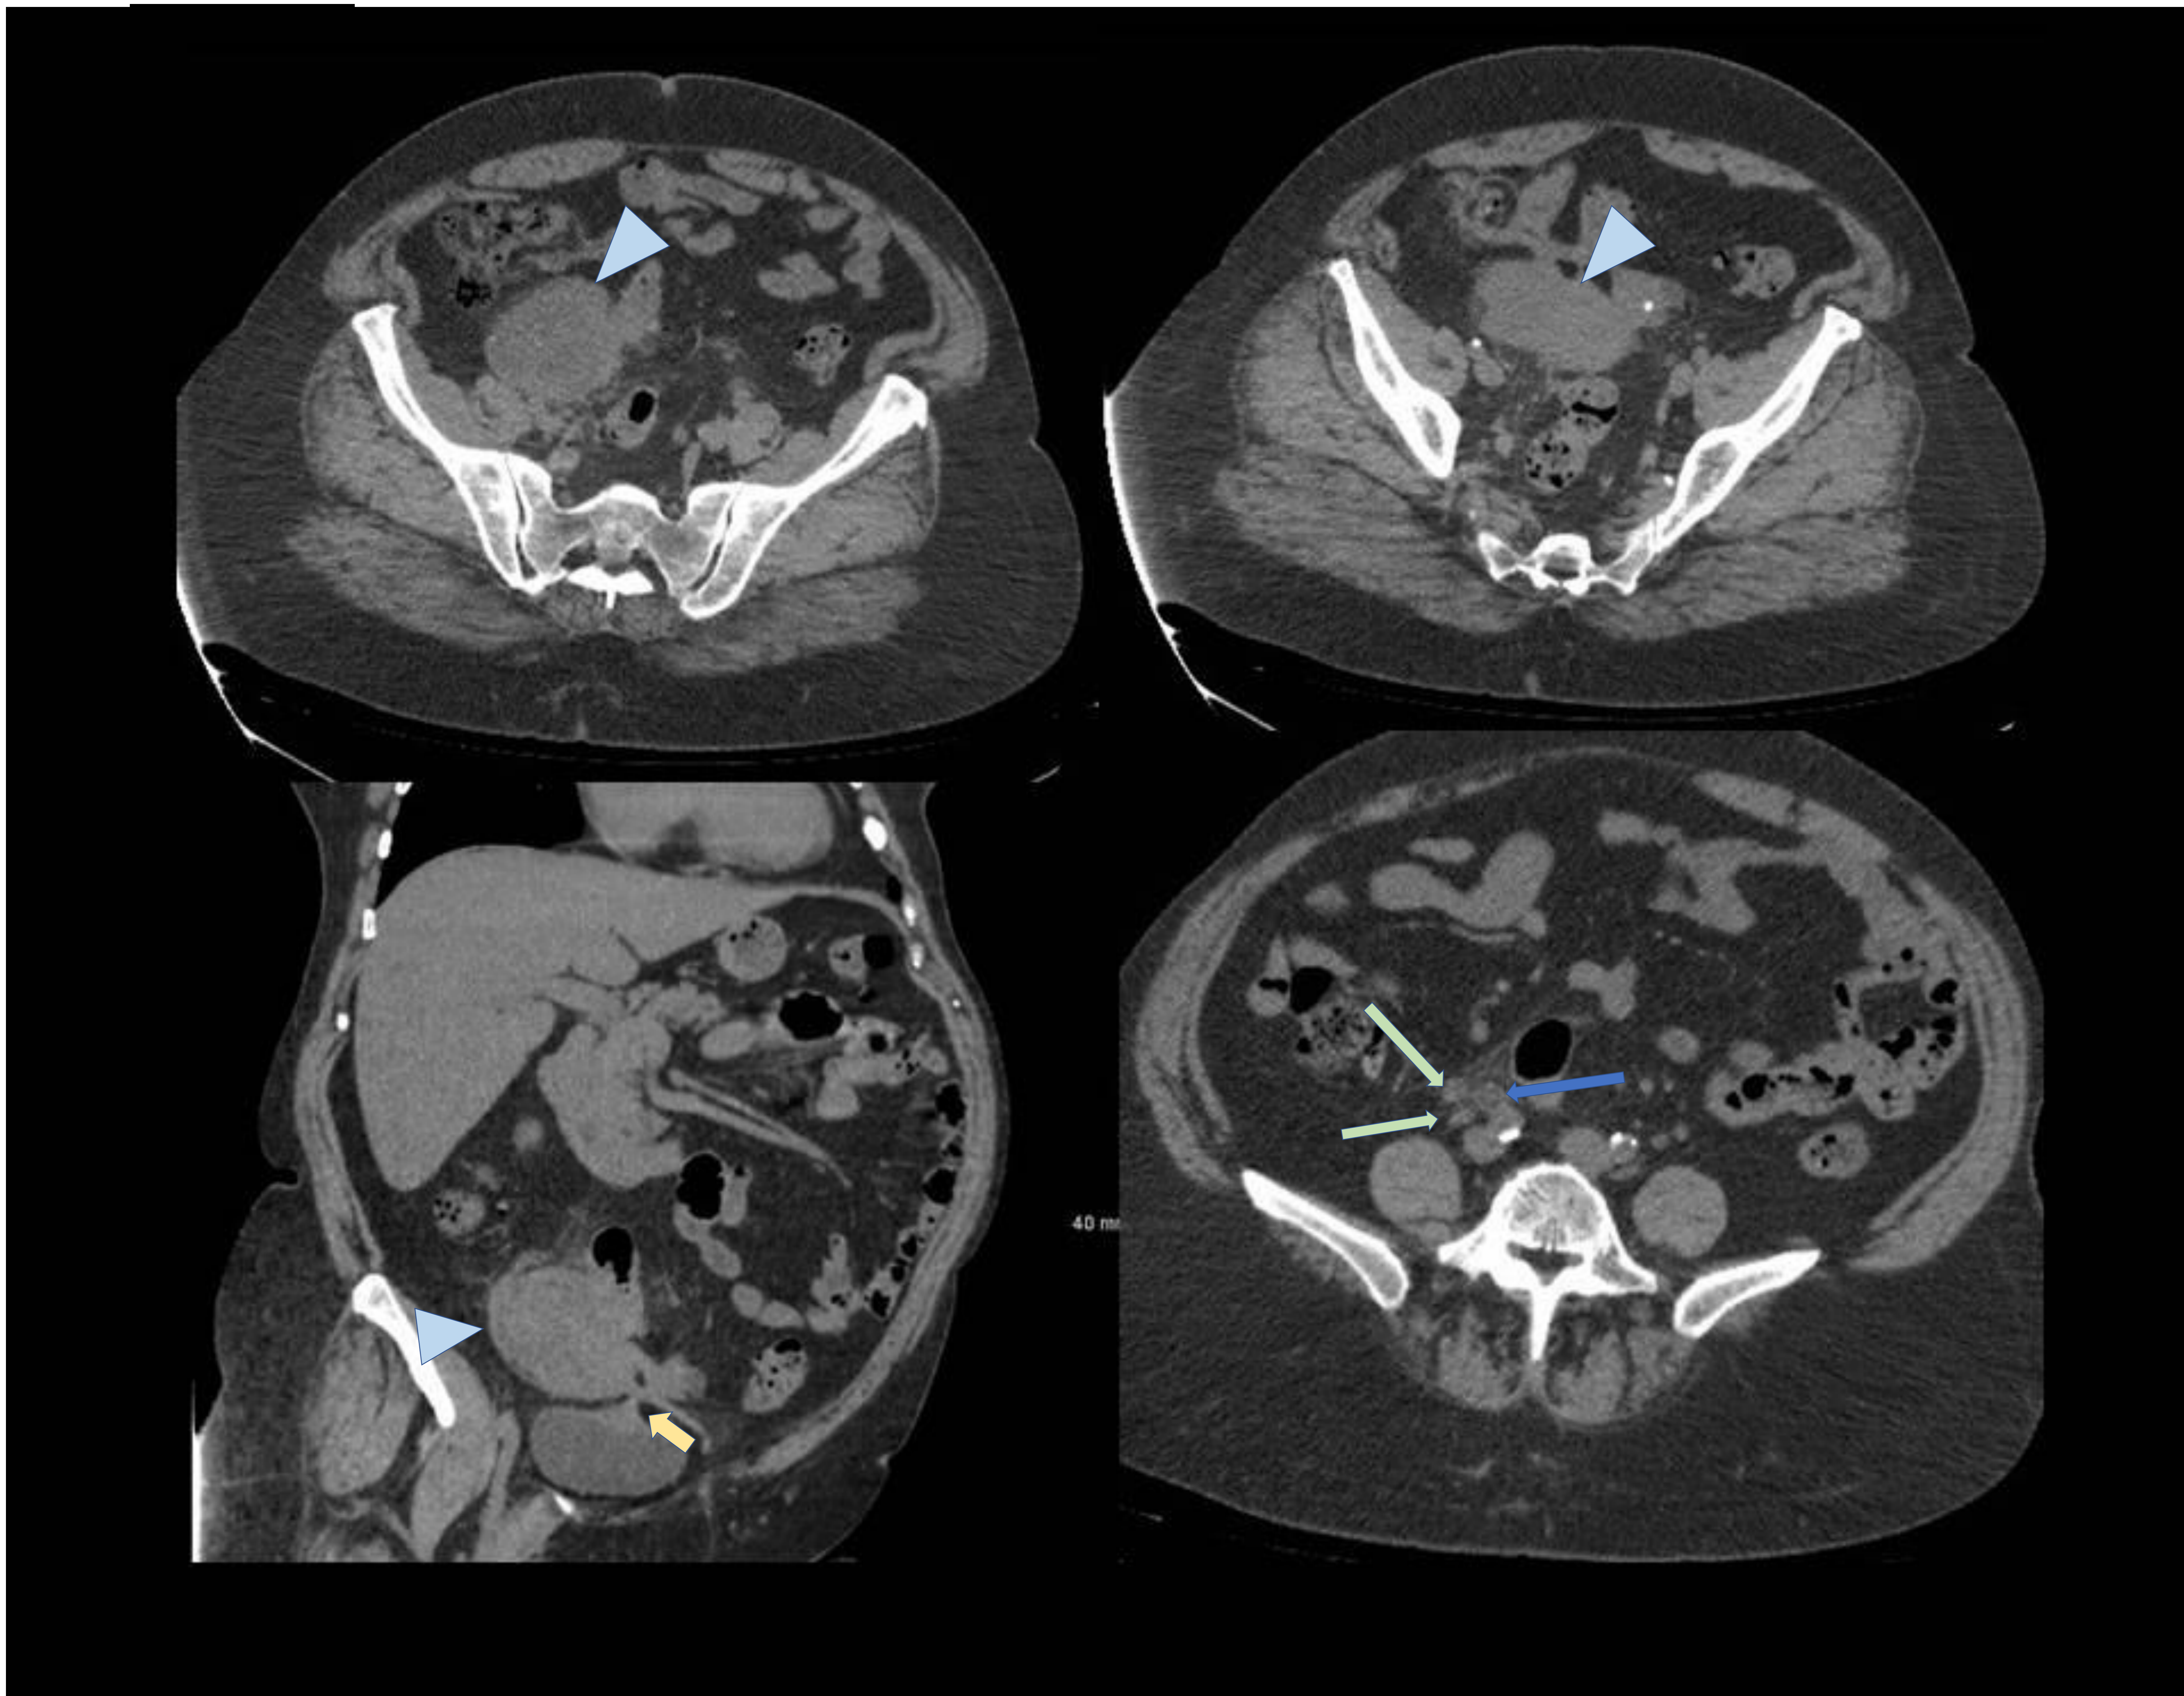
Mujer de 62 años que acude por genitorragia intermitente de 3 meses de evolución. Se realiza TC sin CIV por alergia de la paciente a contrastes yodados. Masa pélvica en teórica localización anexial izquierda ▲ de aspecto heterogéneo, con cambios inflamatorios en vecindad, en relación con reticulación grasa y con trayectos fistulosos hacia el ciego, sigma y vejiga →. Se identifican asimismo adenopatías locorregionales aumentadas de tamaño → y ectasia ureteral derecha →. Se interpretó como sospechoso de neoplasia desde el punto de vista del TC.
